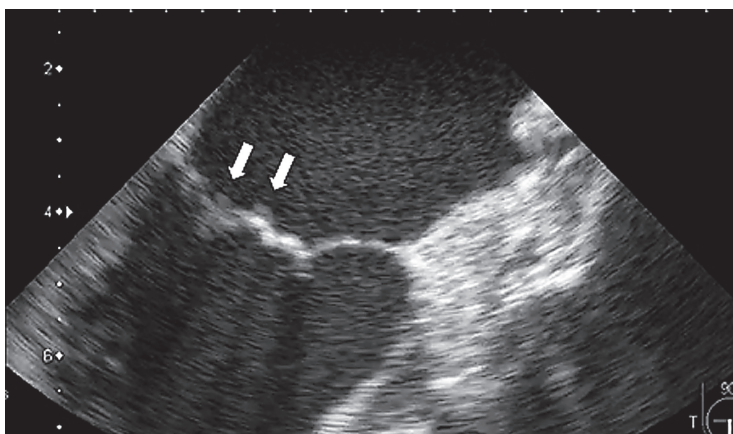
肺癌に対して化学療法中に脳梗塞を発症した58歳女性. 経食道心臓超音波検査で僧帽弁に付着する小さな疣贅(矢印)が2つ観察された.
